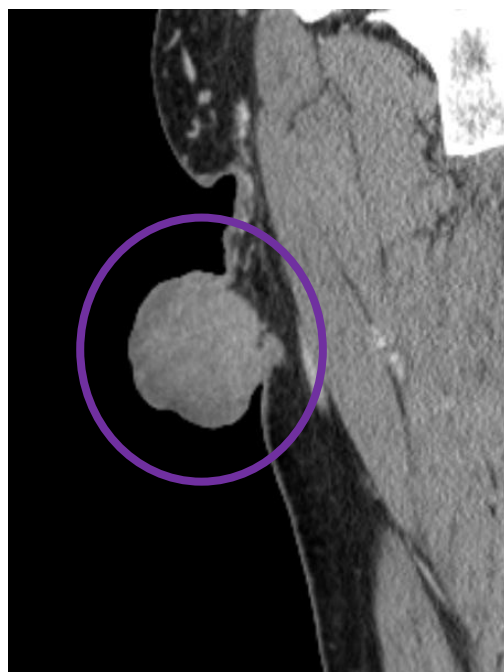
TDM Abdomino-pelvienne
